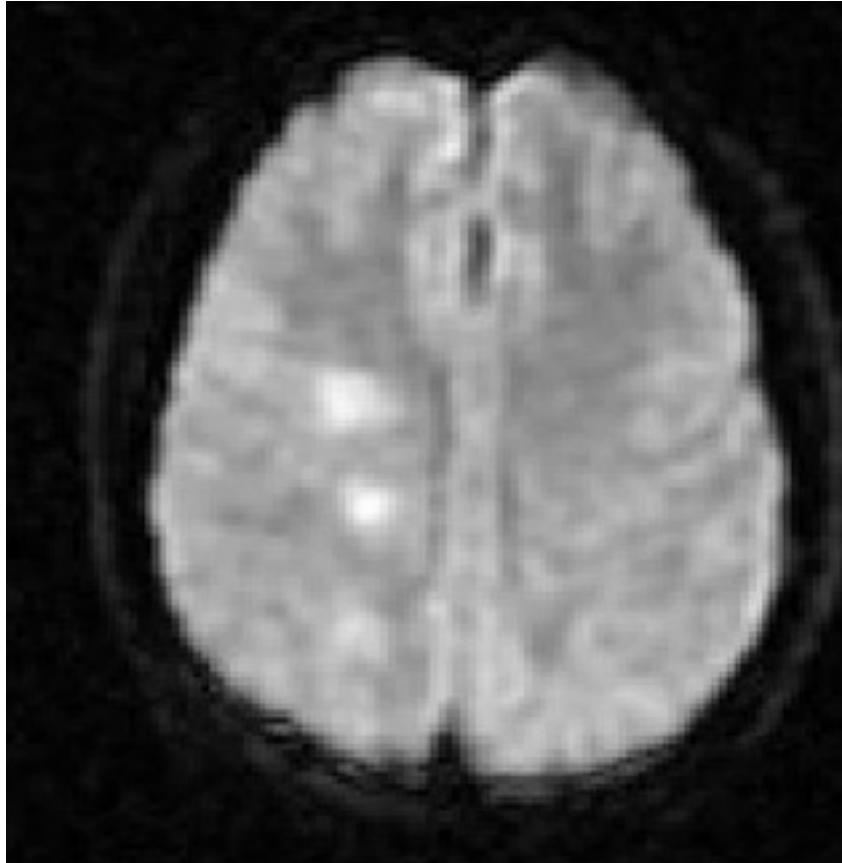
Chuỗi hình ảnh MRI não của bệnh nhân bị viêm não tủy lan tỏa cấp tính: trung tâm bán cầu dục
